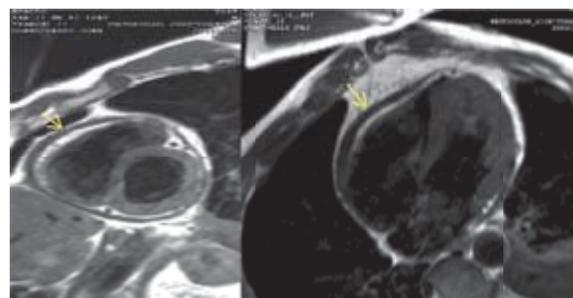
Resonancia magnética cardíaca que muestra engrosamiento pericárdico a nivel de pared libre de ventrículo y aurícula derechos.
